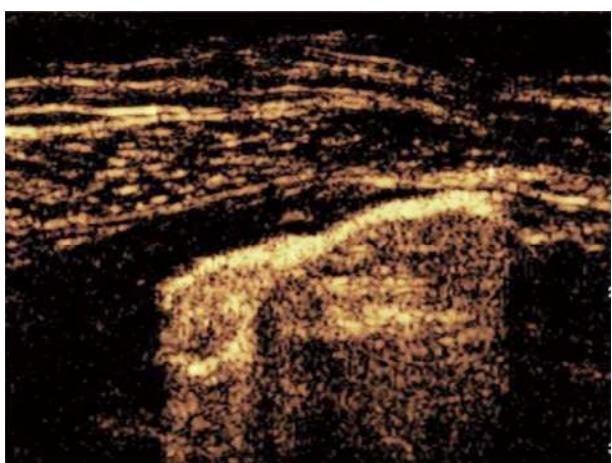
超音波造影剤を用いて同定したセンチネルリンパ節の超音波画像。造影されるリンパ管と造影剤が流入し明瞭に造影されるリンパ節を認める。
